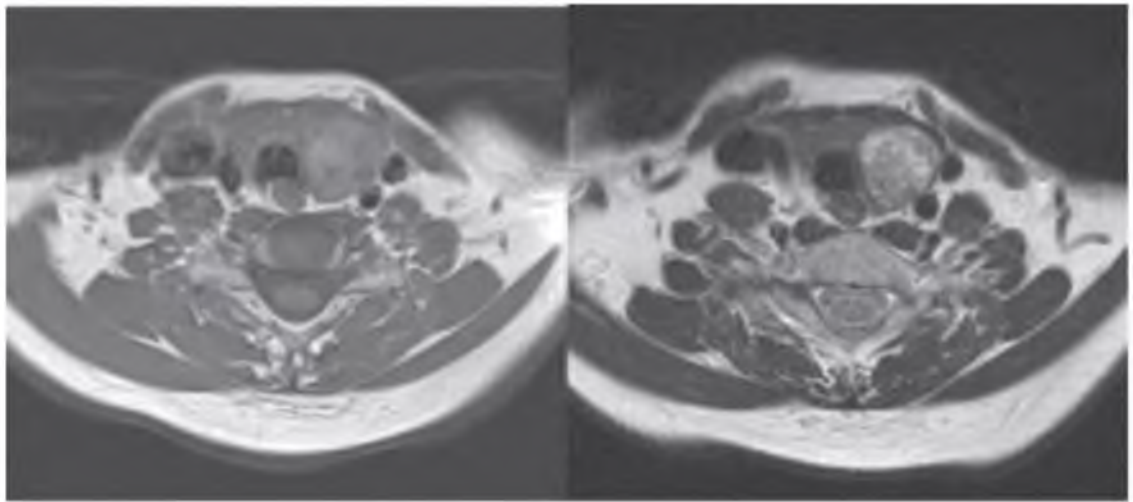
МР-томограммы аденомы щитовидной железы.
